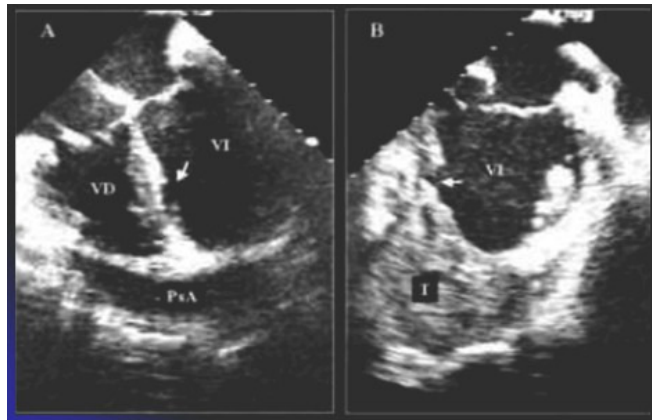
Ecocardiograma. ³⁵
